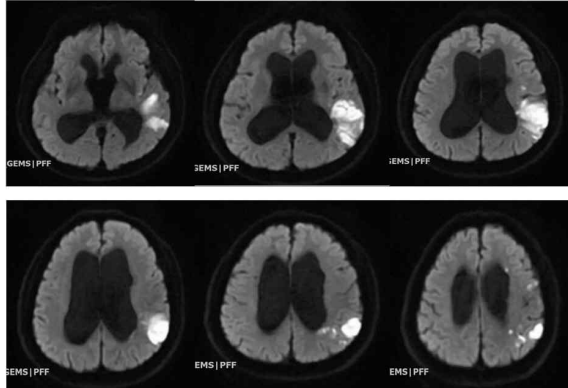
Brain MRI DWI (2018.09.18.).
